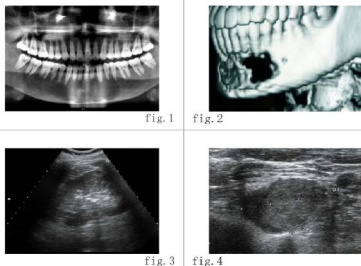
，颌骨曲面体层片显示下颌骨内从35到45根尖下方大片低密度影，边界尚清楚，31、32、33、41、42牙根尖略有圆钝形吸收。图2，CT见下颌骨低密度区骨皮质消失。图3，B超检查左肾内多个强回声后伴声影，最大者13mm×6mm。图4，B超左侧甲状腺下缘见一大约18mm×12mm×9mm低回声结节。
